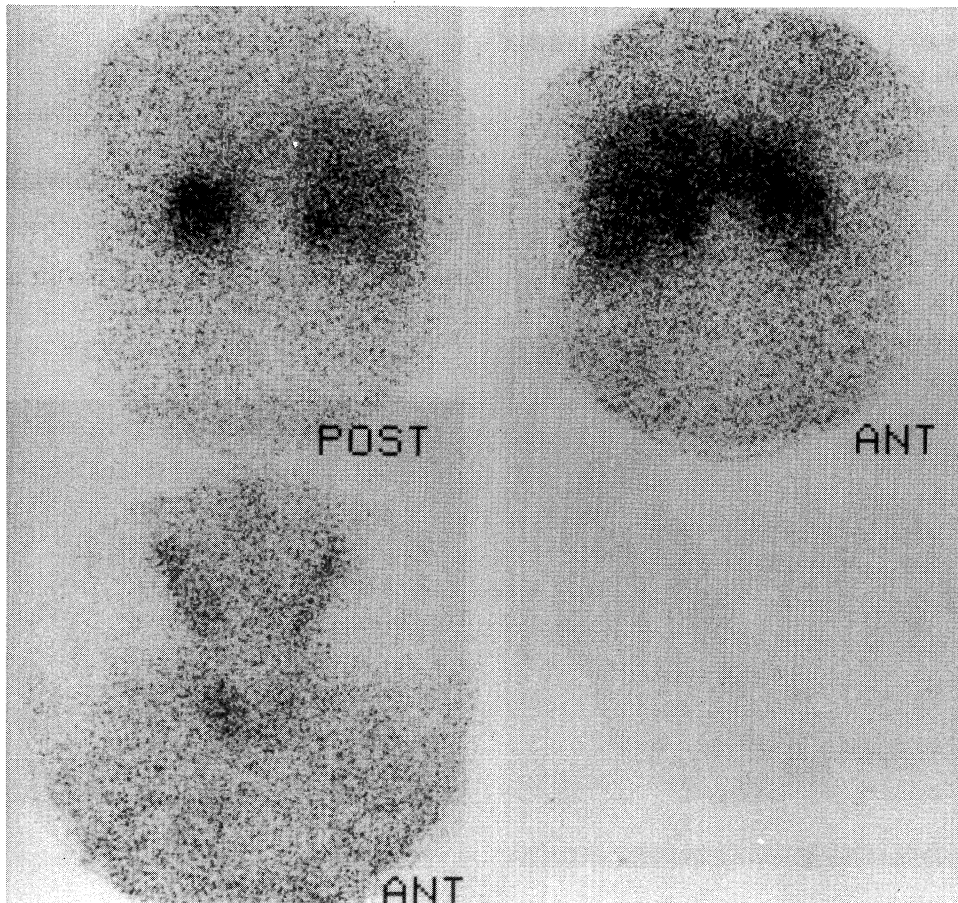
¹³¹I-MIBG scintigram.
